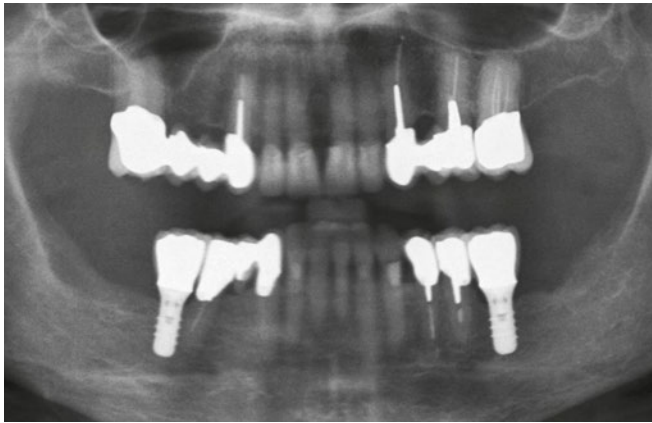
Das Orthopantomogramm am Ende der prothetischen Versorgung
